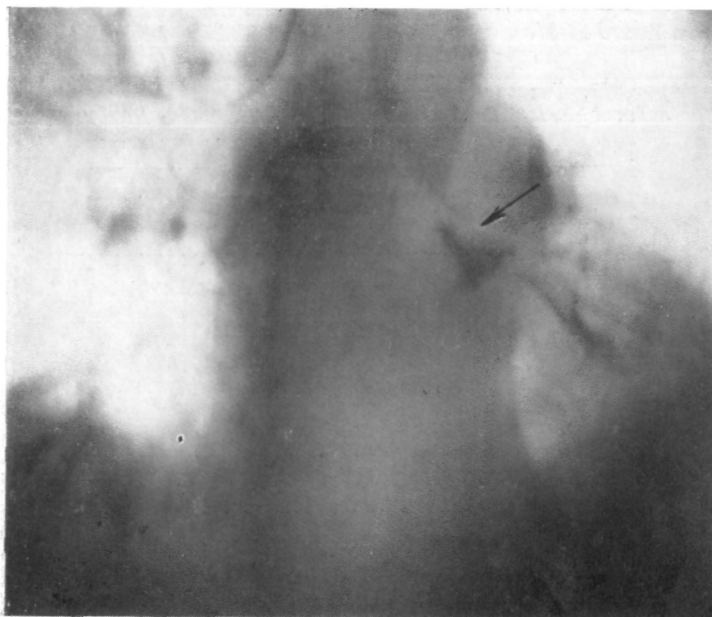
Тот же больной. Прямая томограмма (10 см от спины). Нарушение проходимости левого главного бронха (дефект наполнения, указан стрелкой).
